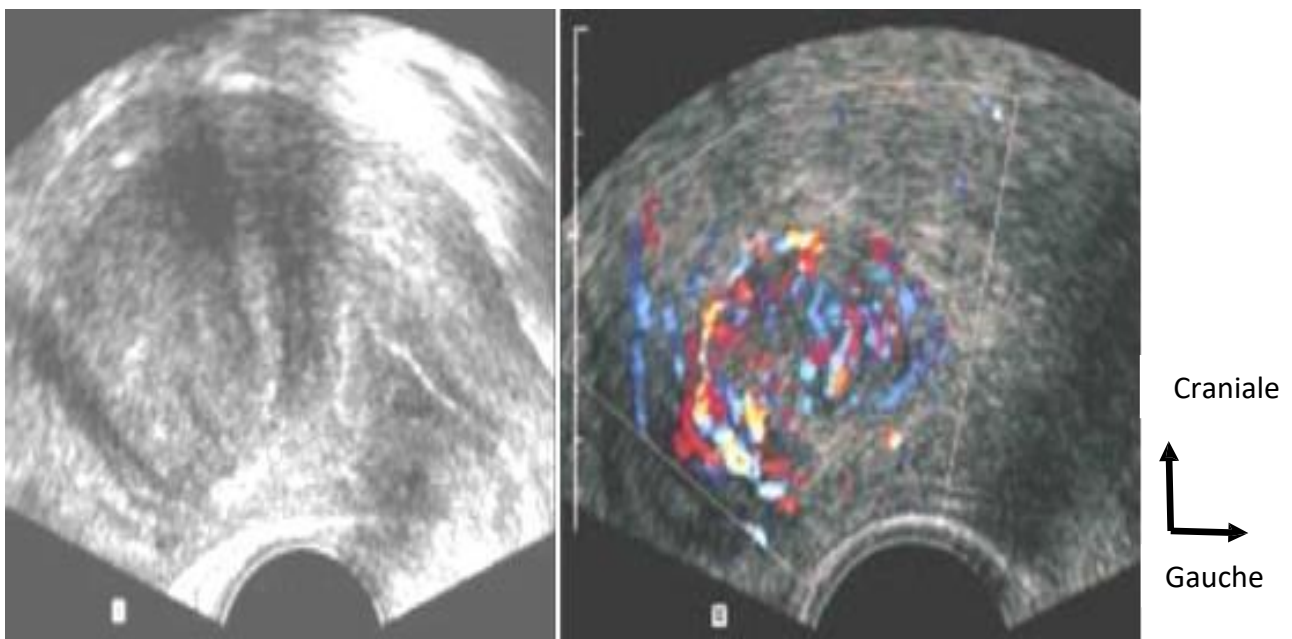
Échographie endovaginale avec étude en mode doppler :
